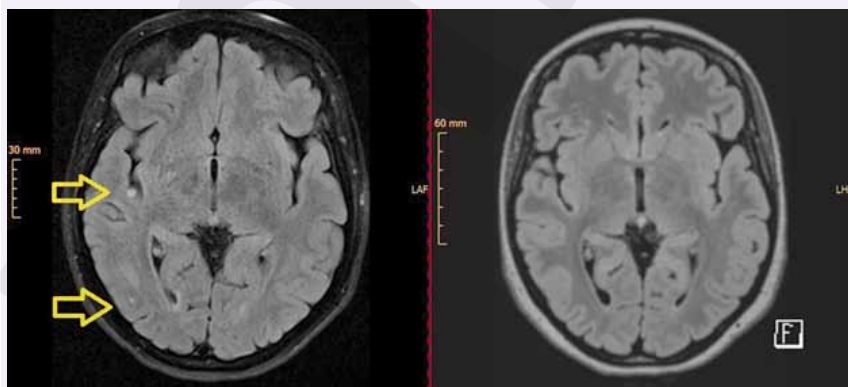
MRI Hirn 2015 (links) mit Hirnmetastasen und 2016 (rechts) mit anhaltender Komplettremission unter Alectinib (Fall 3).
